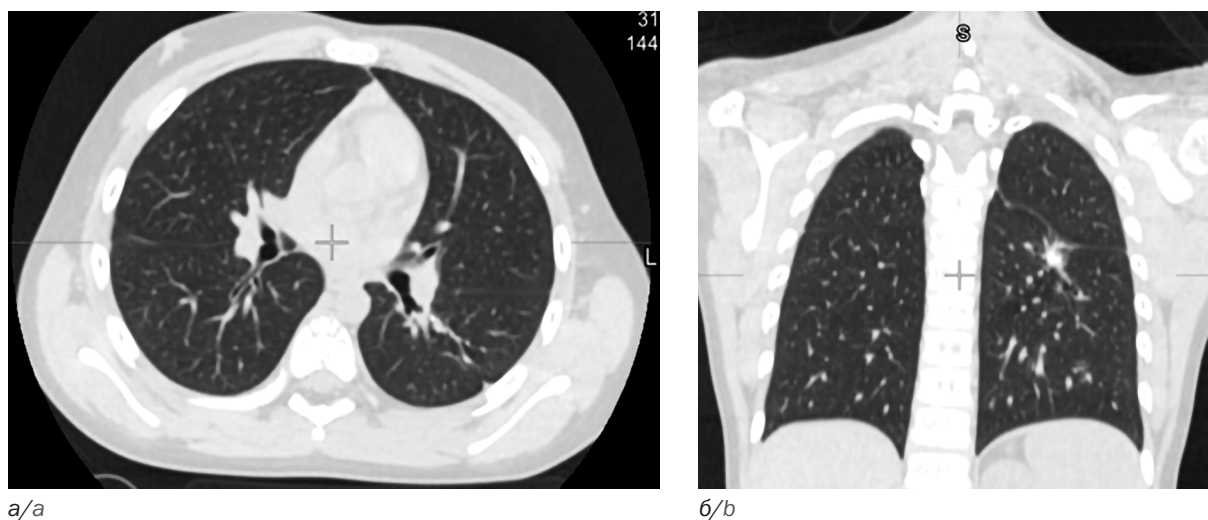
Компьютерная томография девочки И., 6 лет, при окончании лечения: а – аксиальная проекция; б – фронтальная проекция
